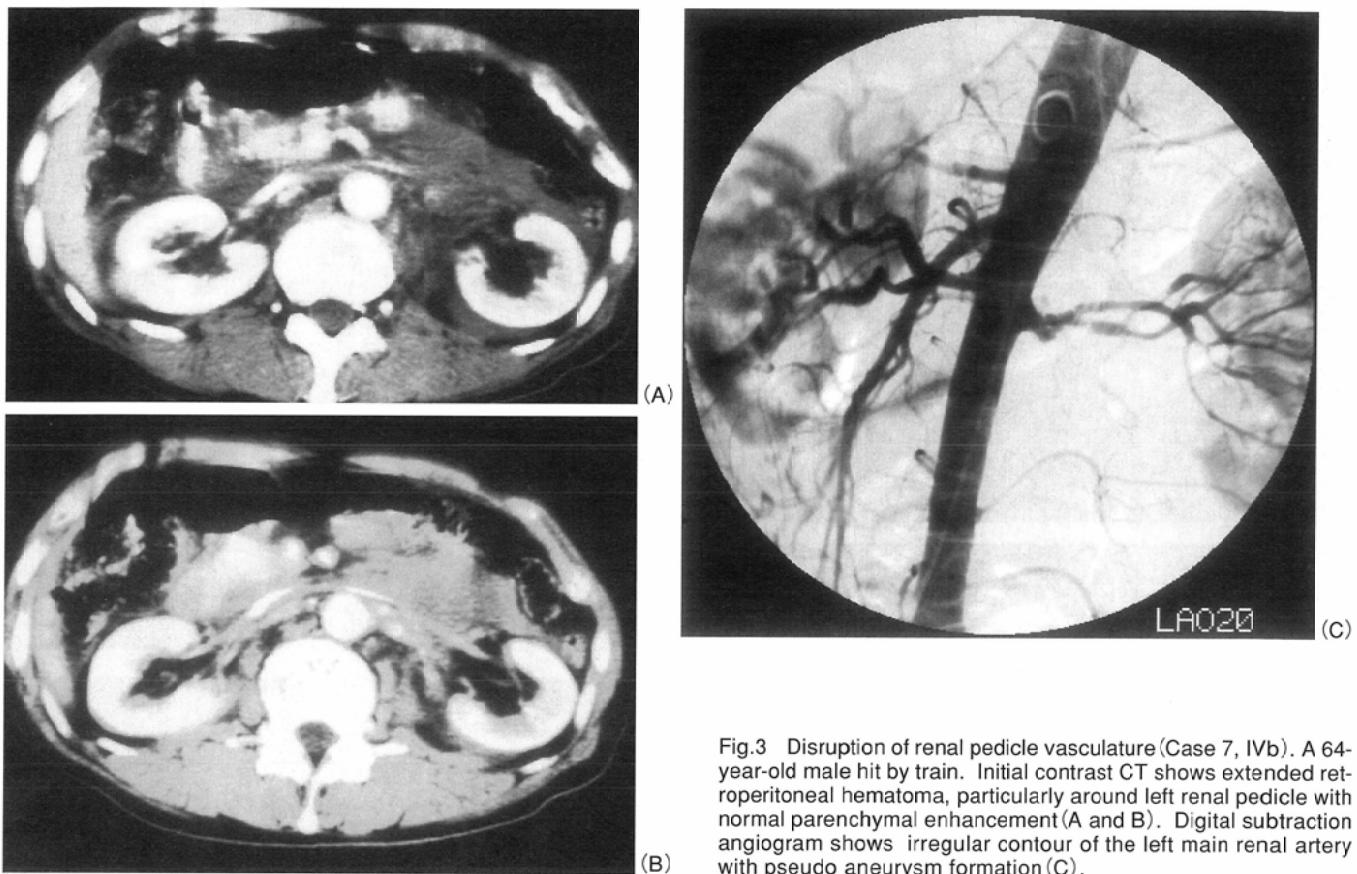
Disruption of renal pedicle vasculature (Case 7, IVb). A 64-year-old male hit by train. Initial contrast CT shows extended retroperitoneal hematoma, particularly around left renal pedicle with normal parenchymal enhancement (A and B). Digital subtraction angiogram shows irregular contour of the left main renal artery with pseudoaneurysm formation (C).
